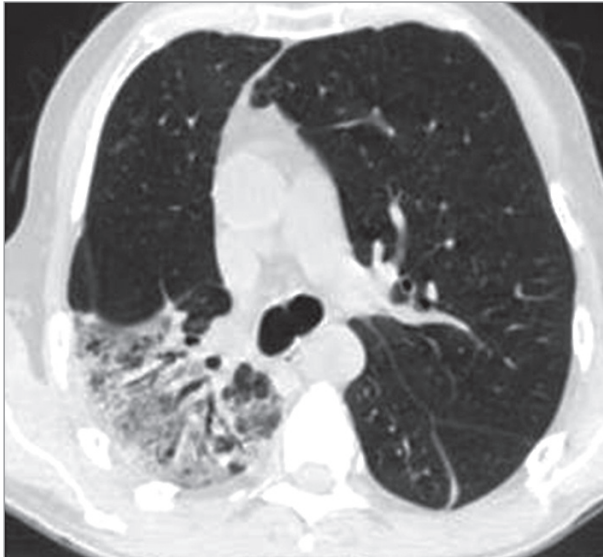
Интерферон-индуцированное интерстициальное заболевание легких; картина организуемой пневмонии с обратной динамикой через 4 мес. после отмены препарата. Компьютерная томография (из архива Орловой Г.П.)
